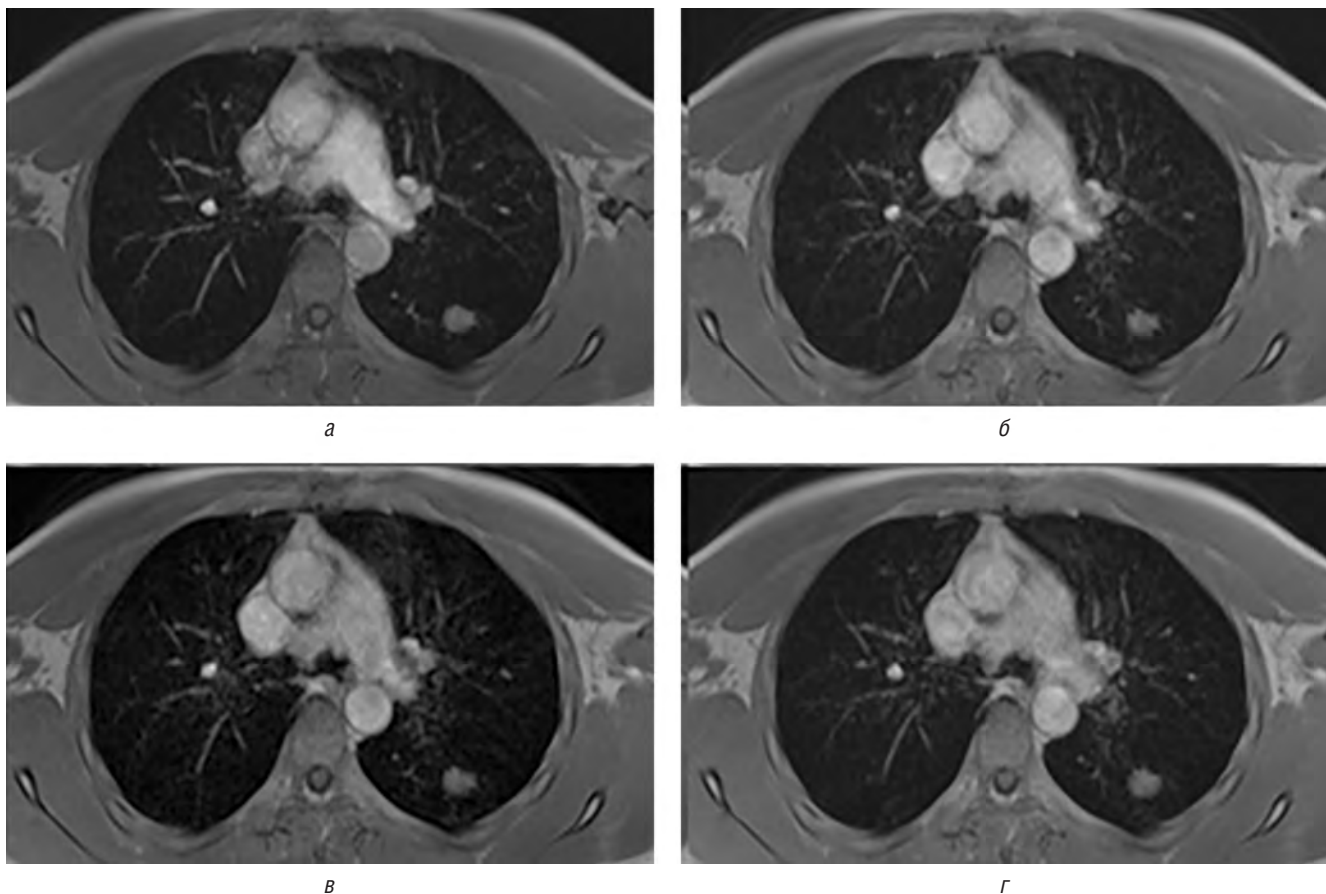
МРТ с ДКУ. Верифицированная туберкулема II степени активности: а — 16-я секунда с момента введения контрастного вещества; б — 58-я секунда; в — 74-я секунда; г — 108-я секунда. Отмечается медленное неинтенсивное накопление контрастного препарата (3-й тип)
